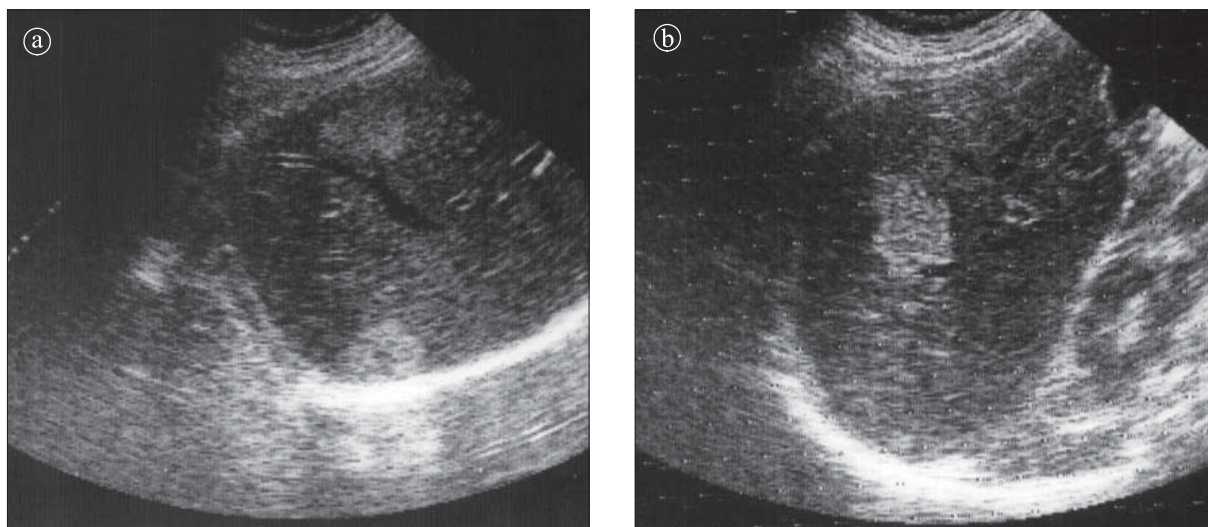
Hemangiom cavernos. Ecografie hepatică. Imagine hiperecogenă, bine delimitată, cu structură omogenă situată: a) în segmentul VII; b) în segmentul V.
